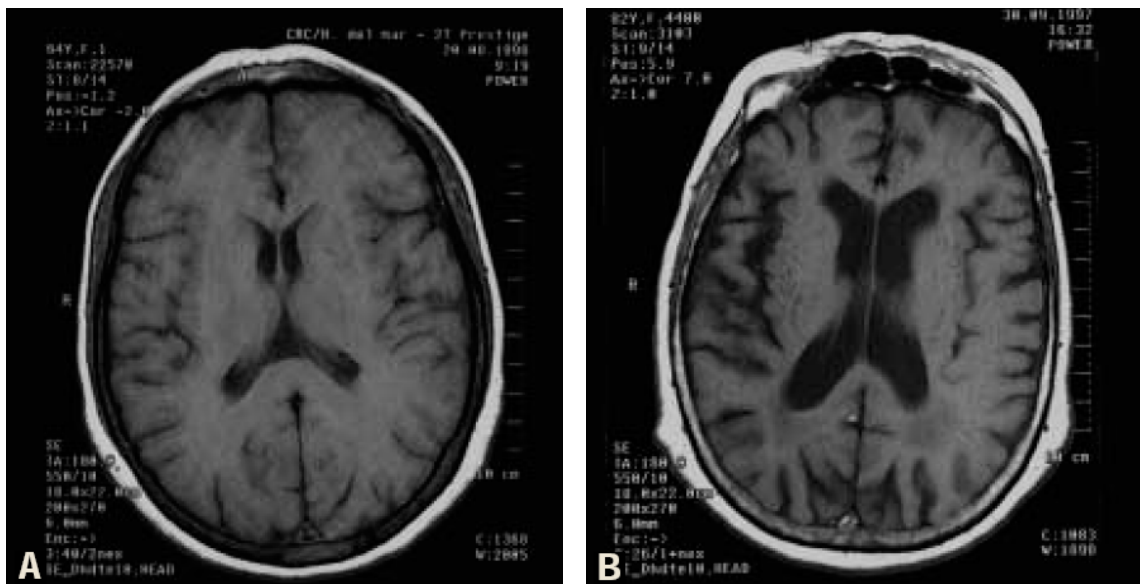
imagens de ressonância magnética. A – paciente de controle não portador de Alzheimer; B – paciente portador de Alzheimer. (ref)
